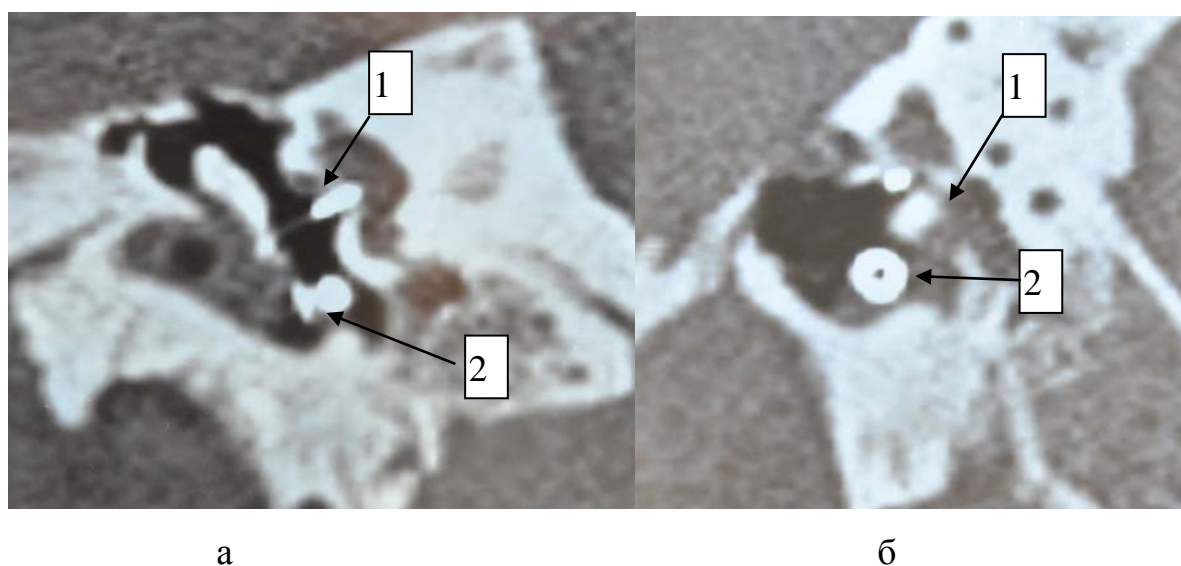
Компьютерная томография барабанной полости во фронтальной (а) и сагитальной (б) плоскости. 1- титановый протез, 2- тимпановентиляционная трубка.
